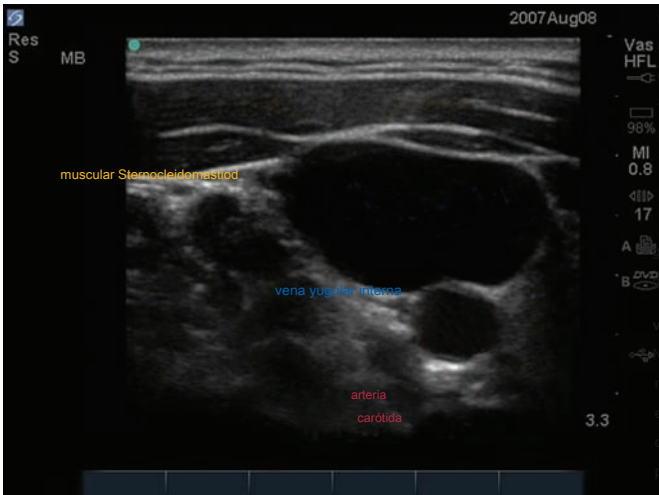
Una vista de ultrasonido que muestra los puntos de referencia para la canulación yugular interna.
